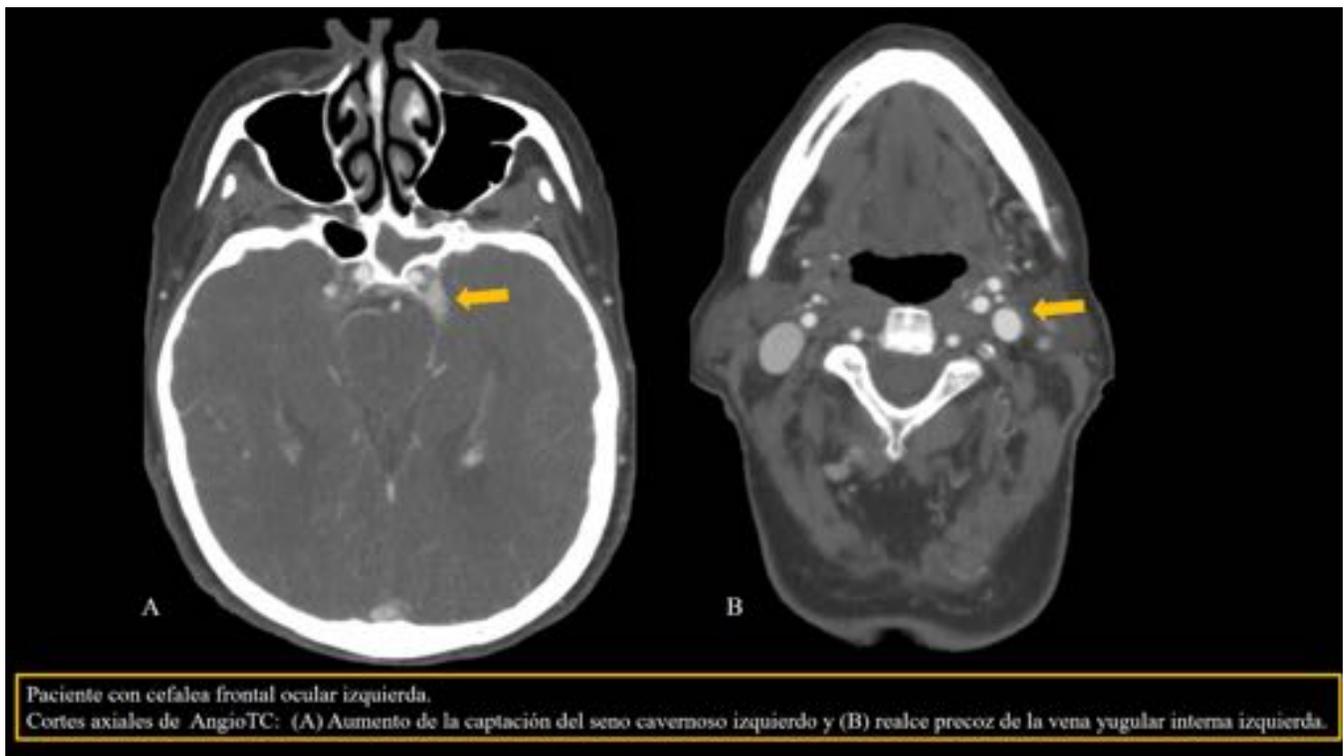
Hallazgos en TC de una FCC
